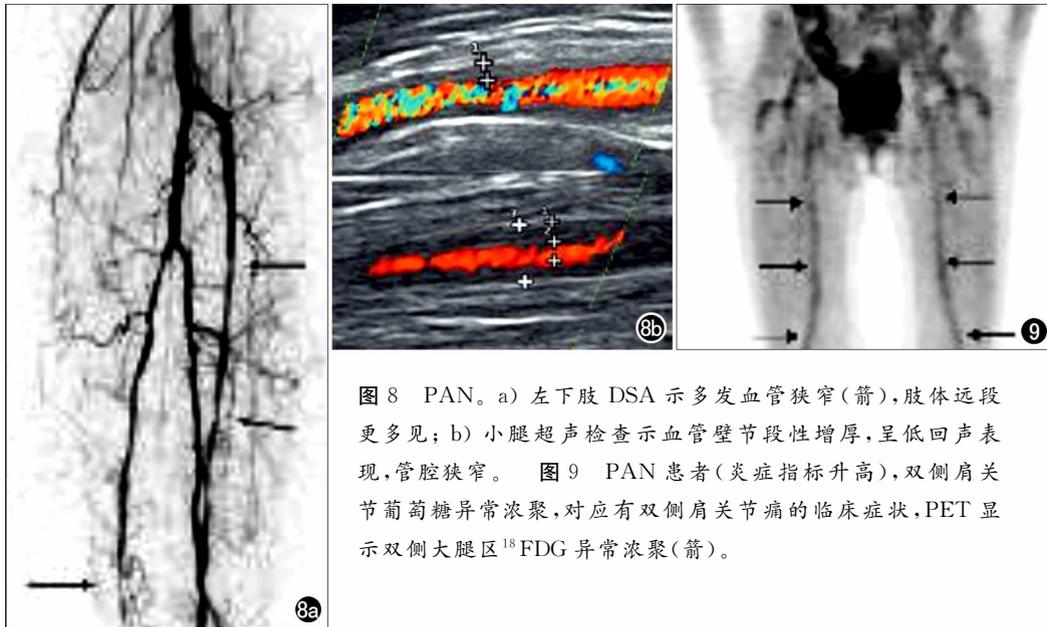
PAN。a) 左下肢 DSA 示多发血管狭窄(箭),肢体远段更多见; b) 小腿超声检查示血管壁节段性增厚,呈低回声表现,管腔狭窄。图9 PAN 患者(炎症指标升高),双侧肩关节葡萄糖异常浓聚,对应有双侧肩关节痛的临床症状, PET 显示双侧大腿区¹⁸F-FDG 异常浓聚(箭)。
